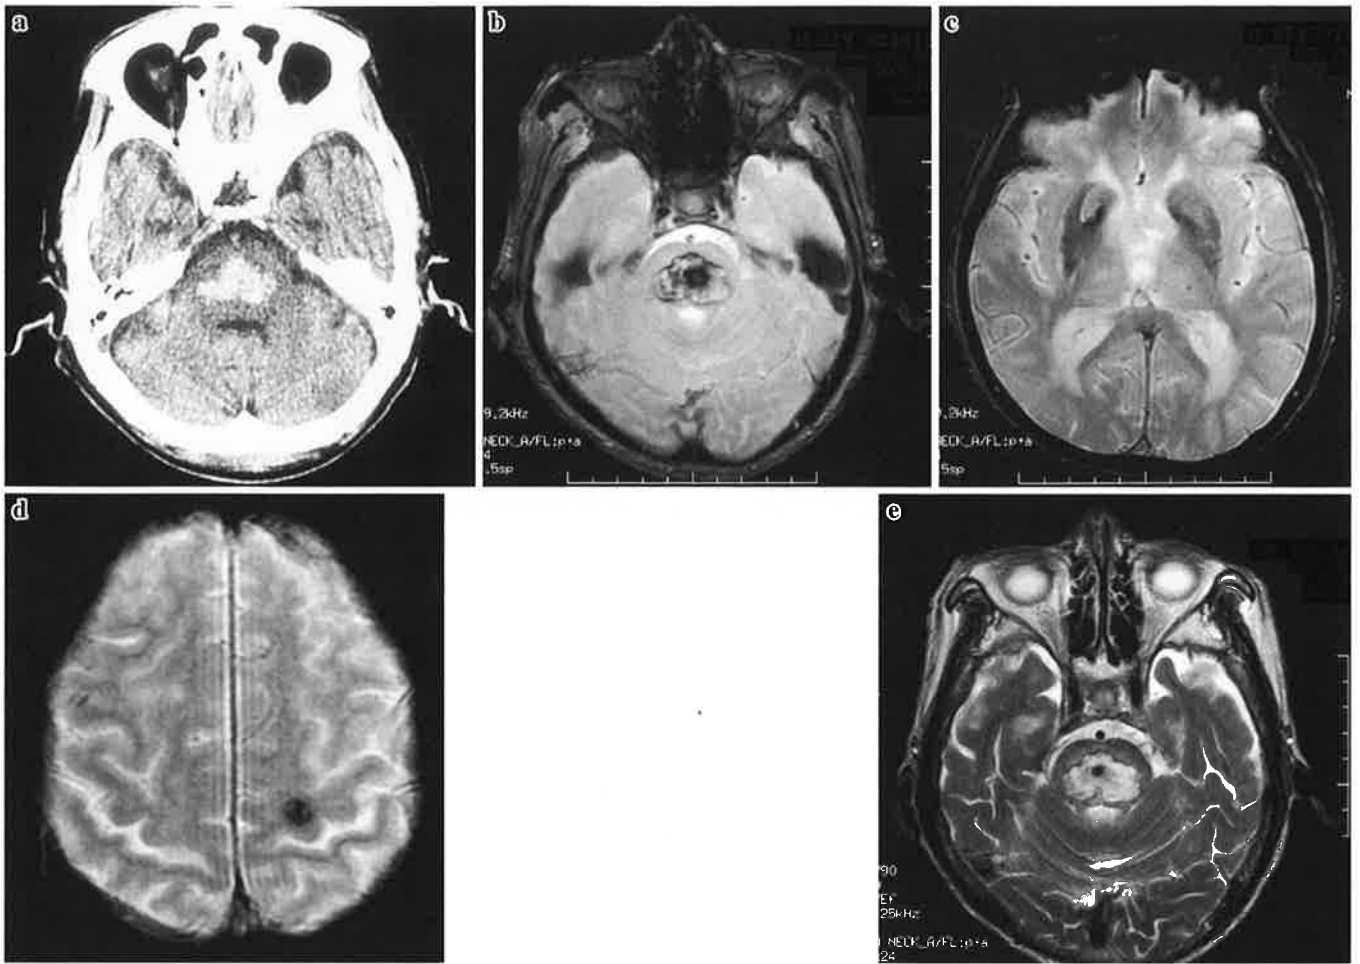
A head CT on admission (a) , a T2*-weighted MRI (b, c, d) and a T2WI (e) 11 days after the onset in case 5.
